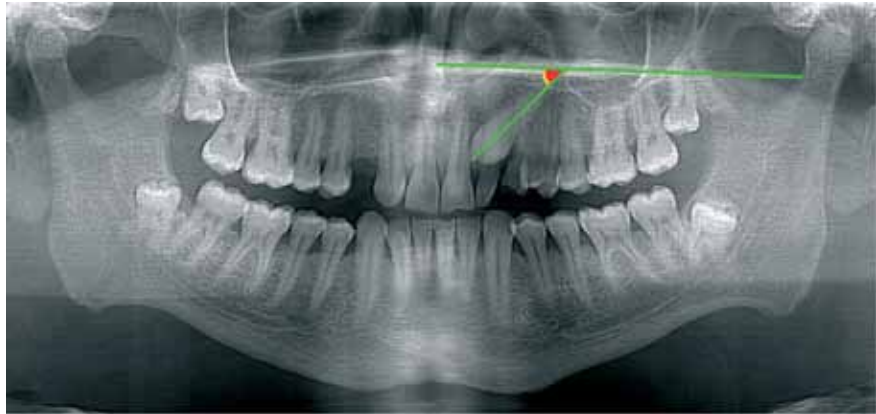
Измерение на ортопантомограмме угла наклона продольной оси ретеннированного 23 зуба
